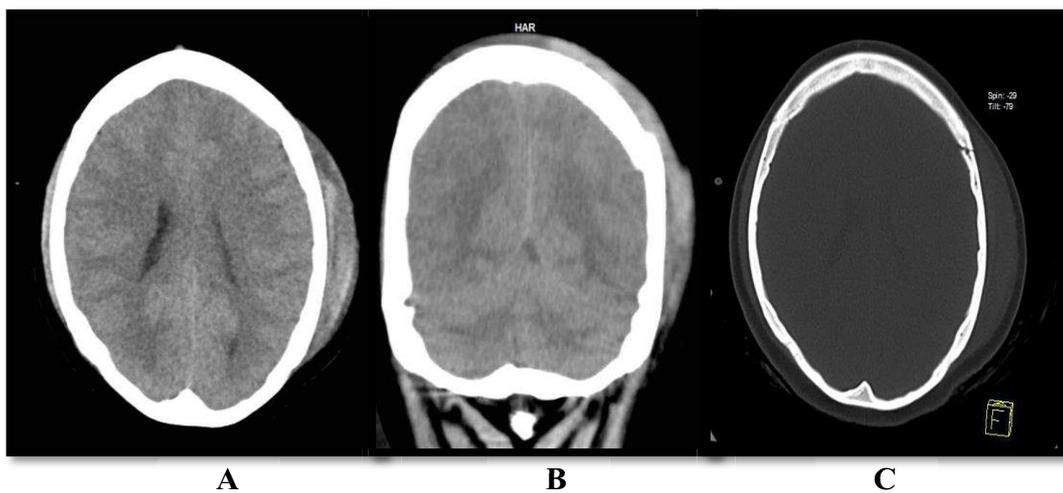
TAC de cabeza que muestra hematoma subgaleal temporo-occipital izquierdo postraumático. A. Corte axial de partes blandas. B. Corte coronal de partes blandas. C. corte axial de ventana ósea.
